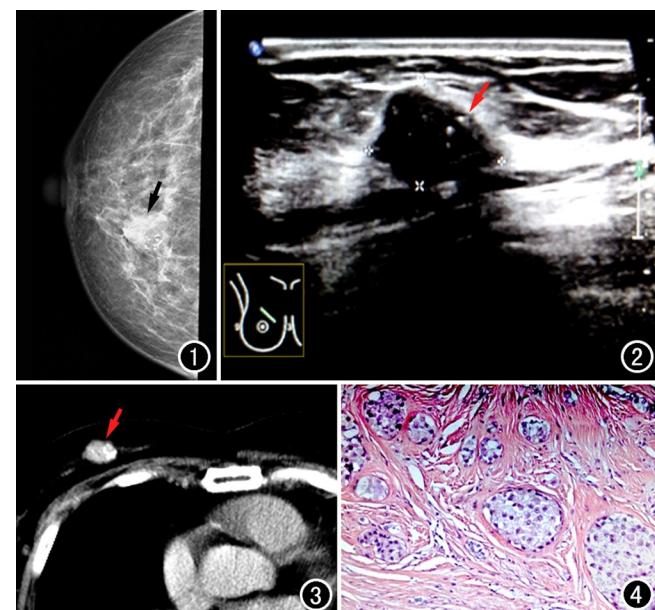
钼靶X线CC位片,显示右乳内象限有一稍高密度、浅分叶状肿块(箭),其内有多发成簇粗大钙化,大部分边界清楚。
